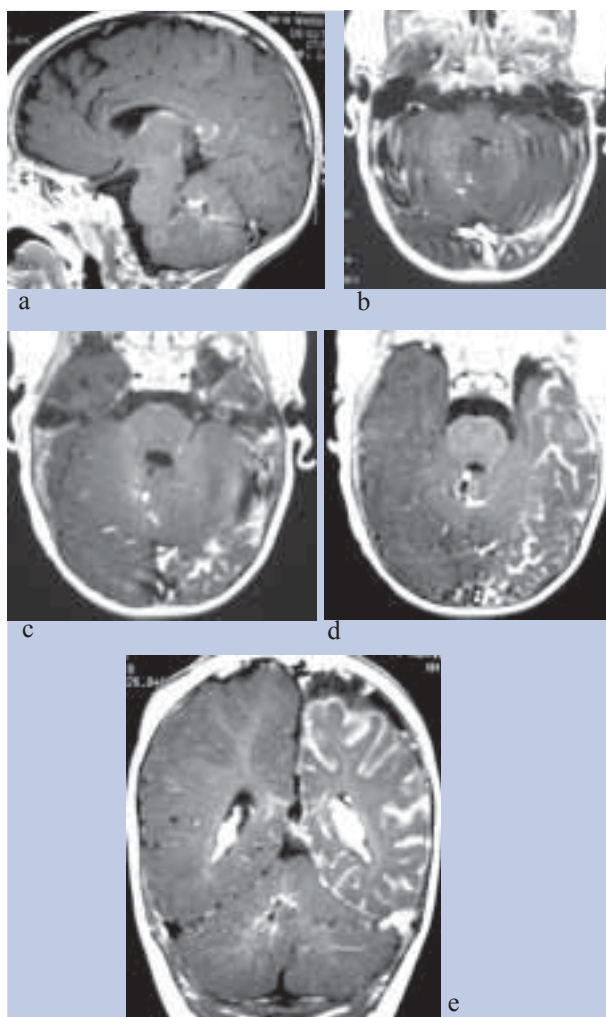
Anomalia venosa de desenvolvimento (AVD) cerebelosa direita contralateral. O mesmo doente da figura 1. RM sequências T1 após a administração de gadolínio IV nos planos Sagital (a), Axial (b, c, d) e Coronal (e) realizada aos 6 meses: presença de AVD cerebelosa direita drenando para veia précentral. (cortesia de António Levy)
